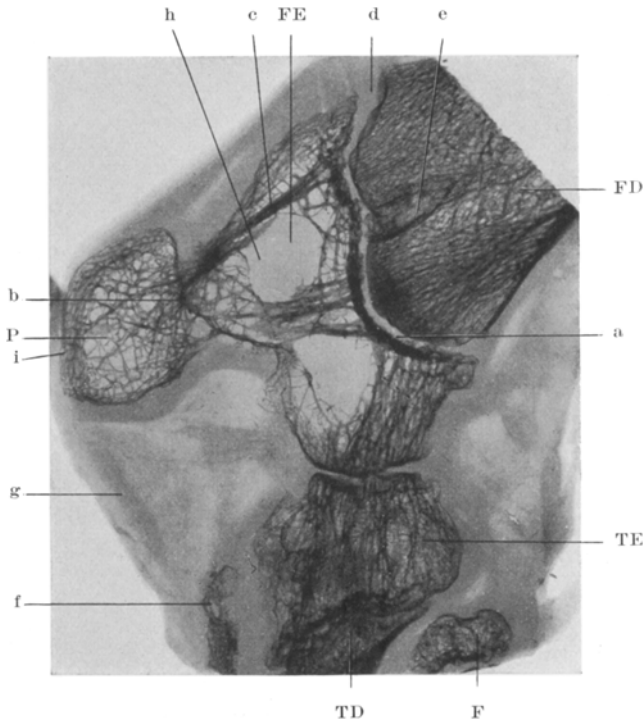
Röntgenbild der gleichen Sagittalscheibe wie Abb. 1. A, FD, TD Femur- und Tibiadiaphyse; FE, E Femur- und Tibiaepiphyse, hier knorpelig ankylotisch; F Fibula; P Patella; an FE knöchern ankylotisch. Natürliche Größe.
